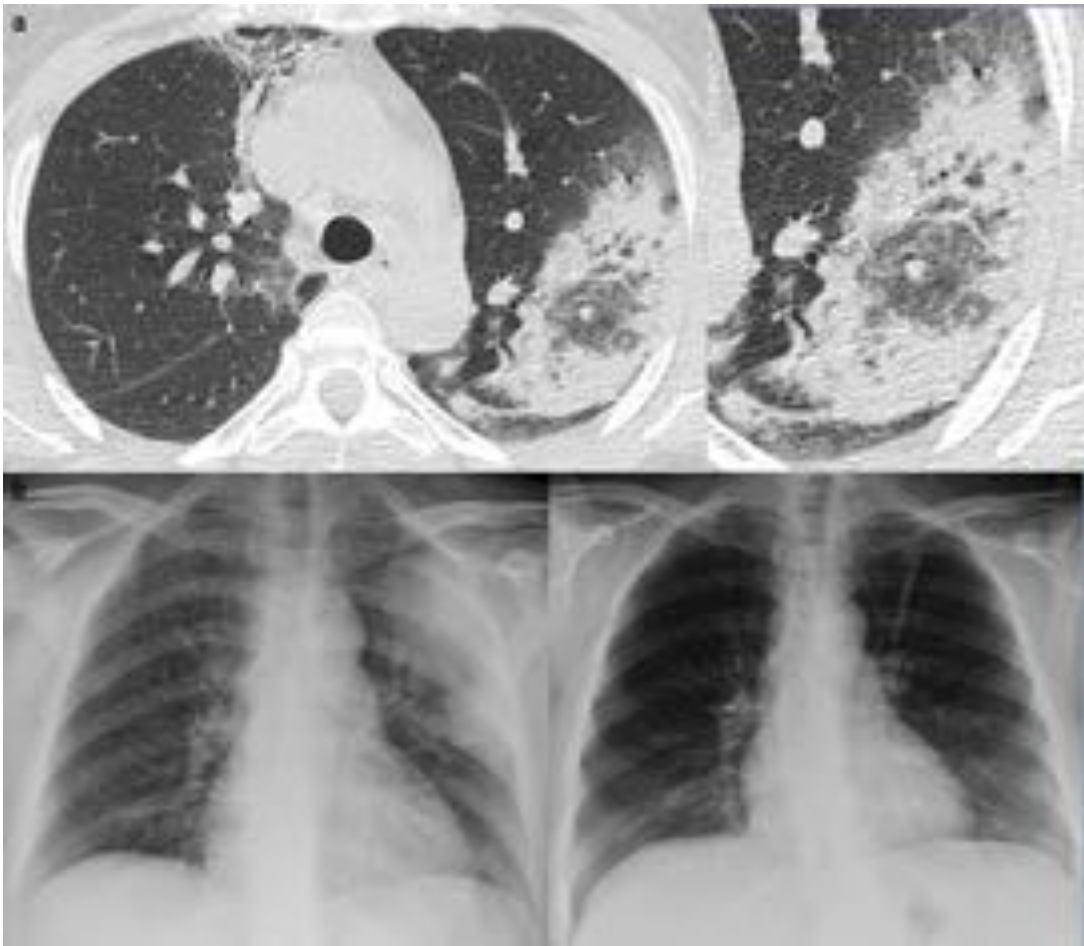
Neumonía organizada en mujer de 56 años. (a) En TC se observan condensaciones pulmonares bilaterales, una con SHI a nivel subpleural en lóbulo superior izquierdo. (b) En Rx simple de tórax (no disponemos de control con TC) se observa un resolución prácticamente completa de la condensación pulmonar izquierda tras tres meses de tratamiento con corticoides.
